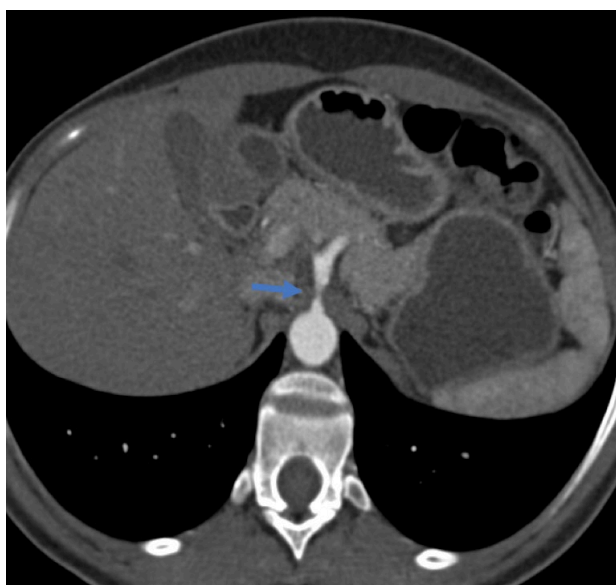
CTA demonstrating the celiac trunk narrowing – axial plane; blue arrow: lesion.
